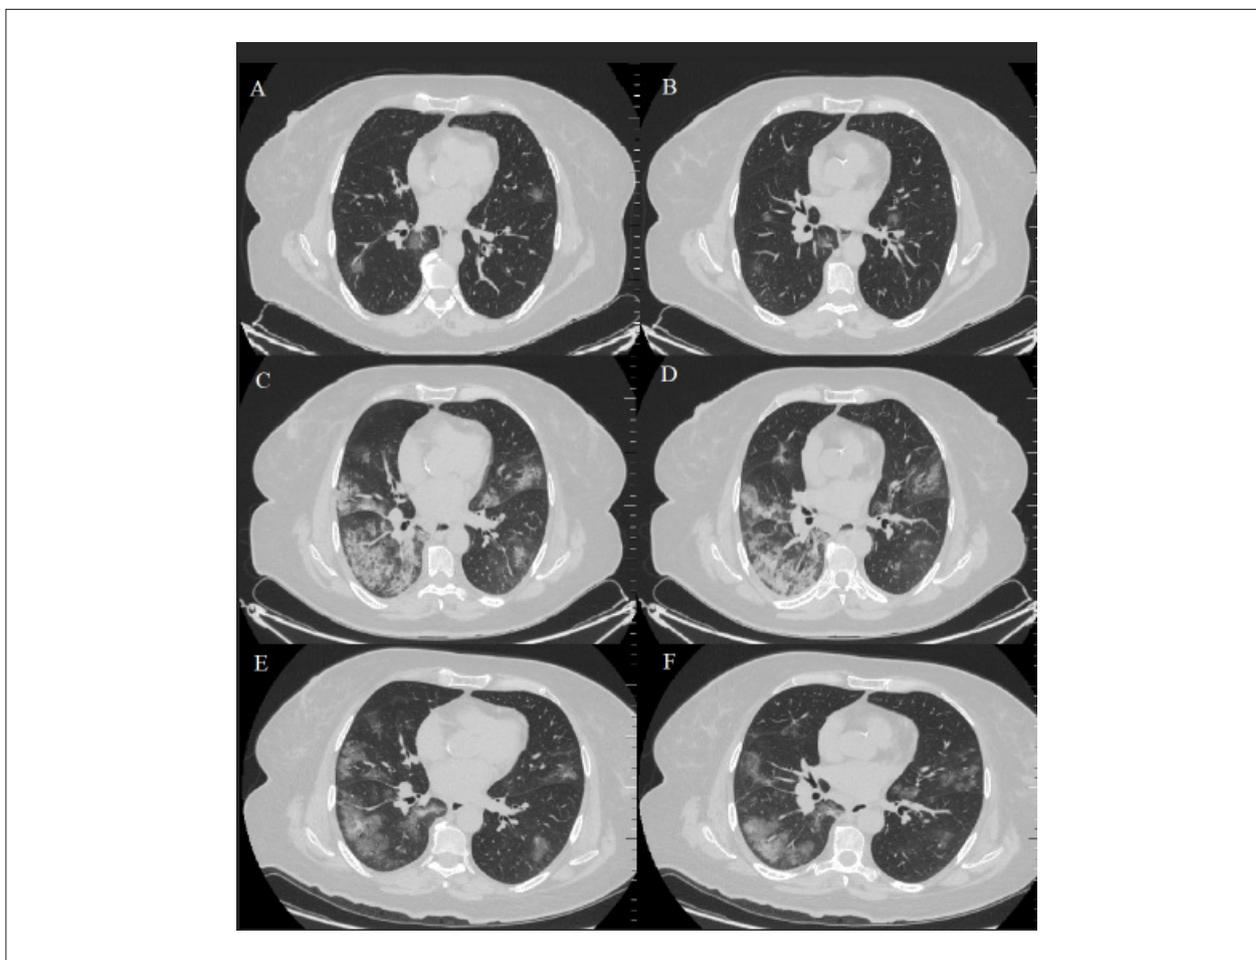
Imagens axiais de TC. (A-B): Na hospitalização, a TC mostra a presença bilateral de GGO leve no parênquima. (C-D): No dia 6, uma TC de repetição foi consistente com a crescente expansão dos GGOs e com as consolidações em andamento, chamadas de “pavimentação em mosaico”. (E-F): No dia 12, uma TC de repetição mostrou que as consolidações anteriores e GGOs em ambos os pulmões tinham sido absorvidos em sua maioria, deixando lesões fibrosas que podem indicar pneumonia residual em organização. TC: tomografia computadorizada, GGOs: opacidades em vidro fosco.
